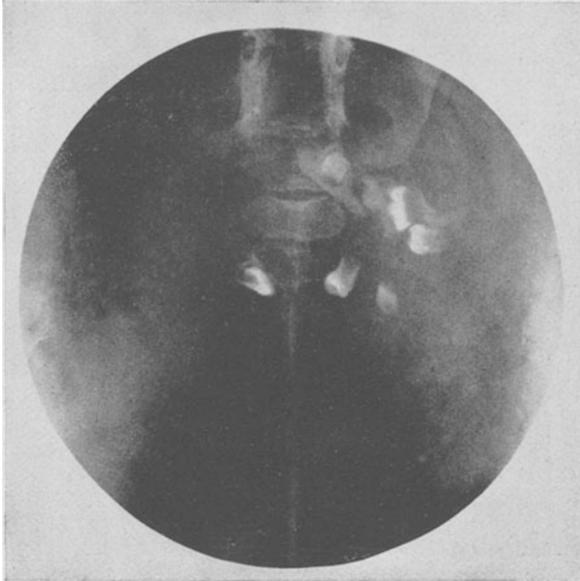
Dermoidzyste (Röntgenbild).
